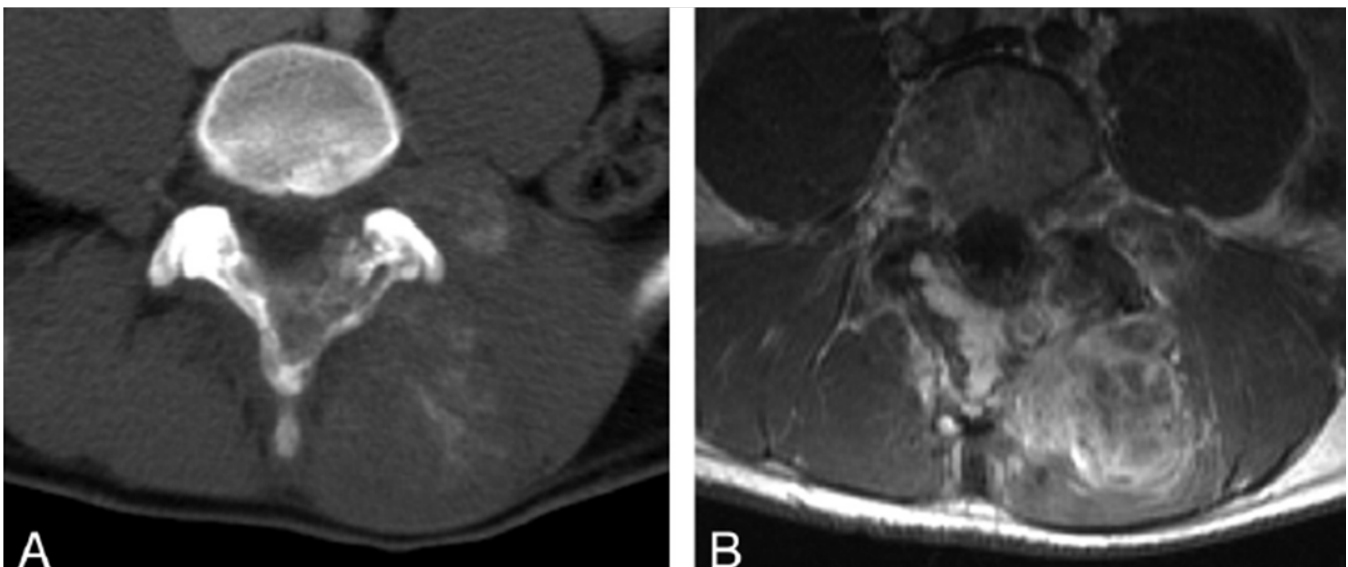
Sarcoma de Ewing sarcoma de columna lumbar en niño de 17 años. A. TC axial con CIV muestra una masa parcialmente calcificada en musculatura paraespinal en niveles L3-L5. La masa afecta
